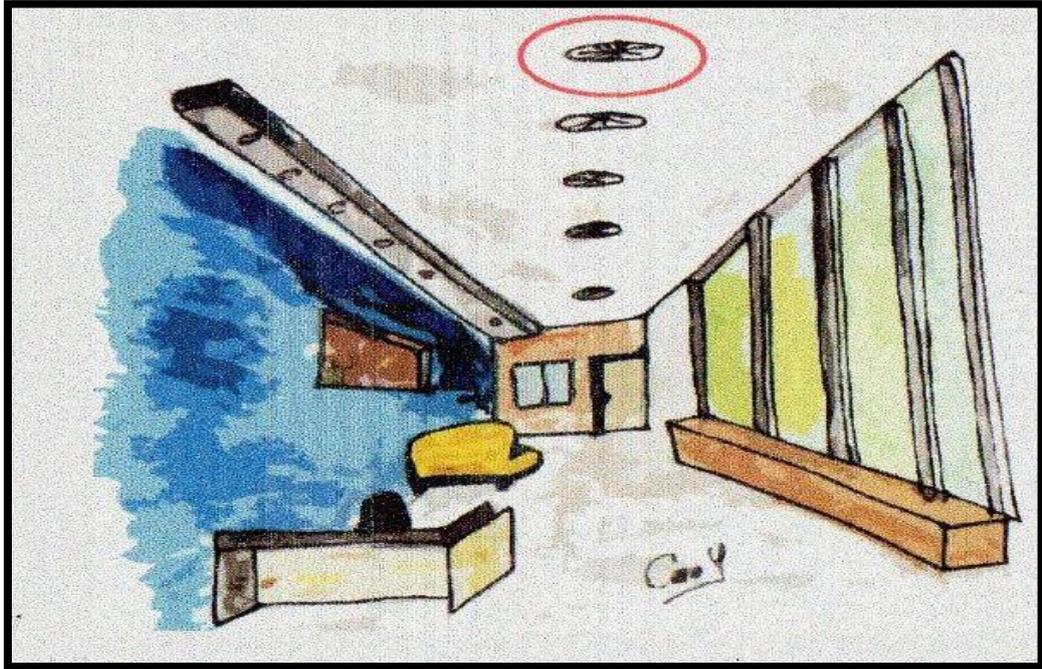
PERSPECTIVA DE CORREDOR EN UN CENTRO MATERNO INFANTIL / ELABORACIÓN PROPIA
